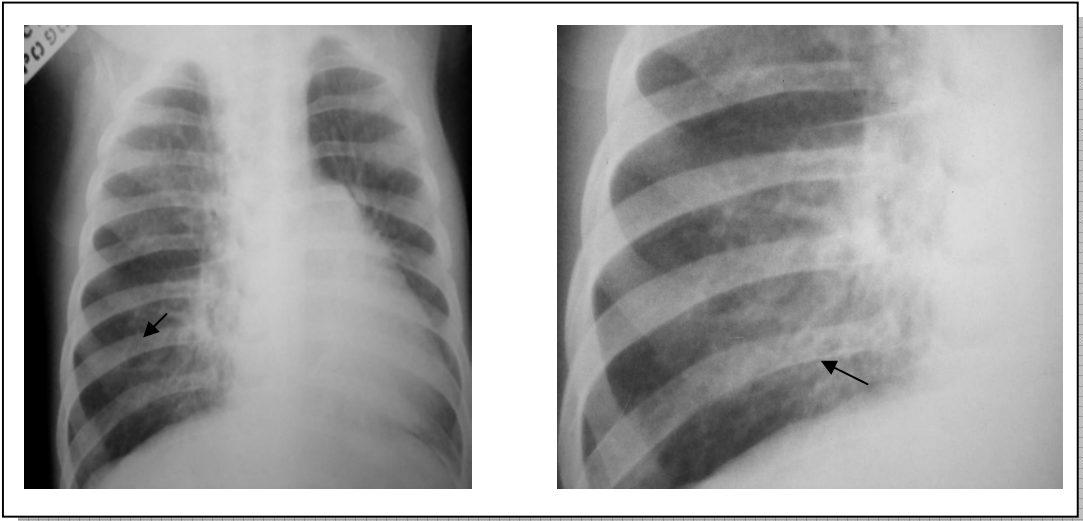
Radiografia do estudo anterior mostrando áreas sugestivas de bronquiectasias no paciente de número 10
